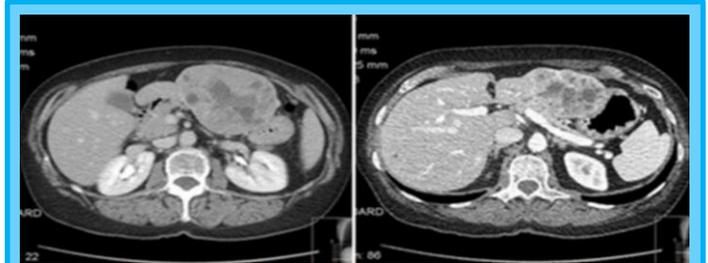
TAC trifásica de hígado.
